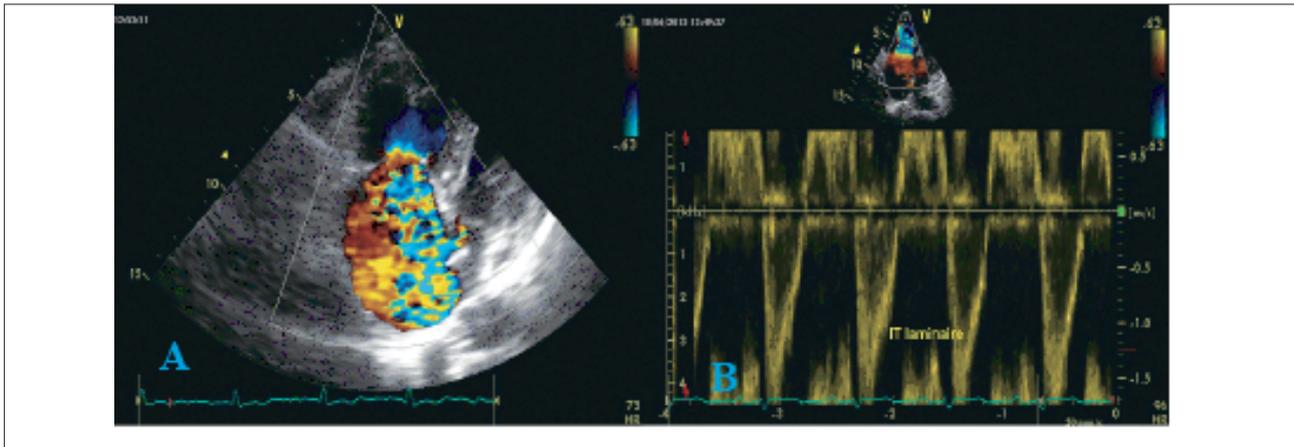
Echocardiographie transthoracique, coupe apicale : Insuffisance tricuspide(IT) massive inondant l'oreillette droite au doppler couleur(A), avec un spectre typique d'une IT laminaire en doppler pulsé(B).
